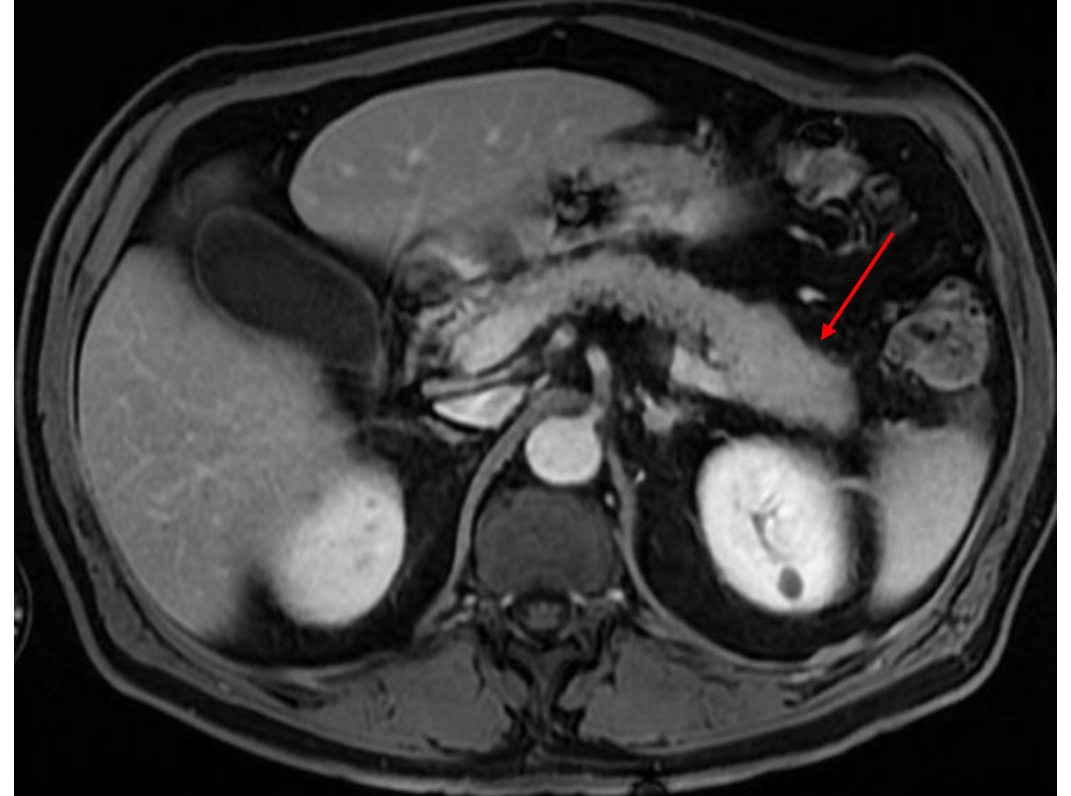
RM T1 post contraste fase venosa
